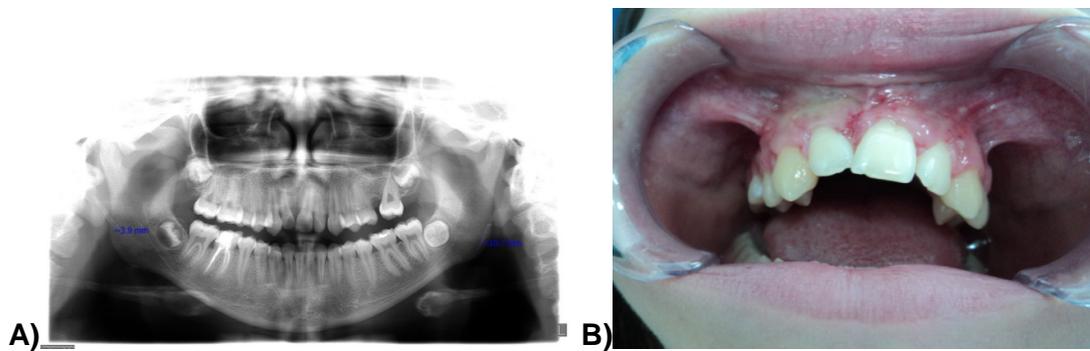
Radiografia panorâmica após a exodontia do 11
